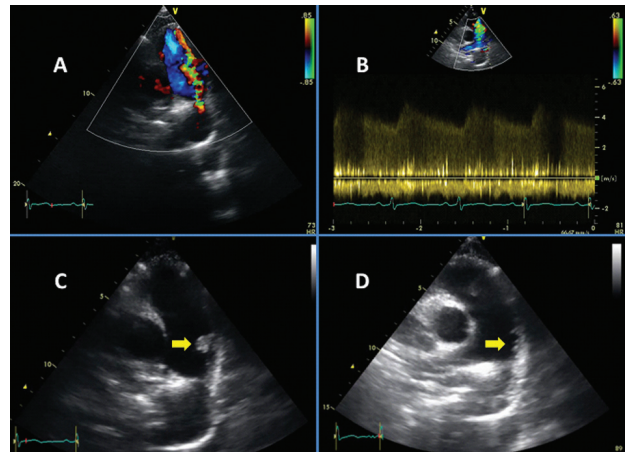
A. Tronco de la arteria pulmonar. Con Doppler color se observa un flujo correspondiente a un *ductus* que proviene de la rama pulmonar izquierda. B. Señal espectral Doppler del flujo continuo a través del *ductus*. C. Tronco de la arteria pulmonar. Se observa una vegetación multilobulada de aproximadamente 15 mm sobre la pared del vaso, en el área de impacto del chorro proveniente del *ductus* (flecha). D. Ecocardiograma de control bajo tratamiento antibiótico. Se destaca una dramática reducción del tamaño de las vegetaciones (flecha) como consecuencia del desprendimiento y posterior embolia pulmonar.
